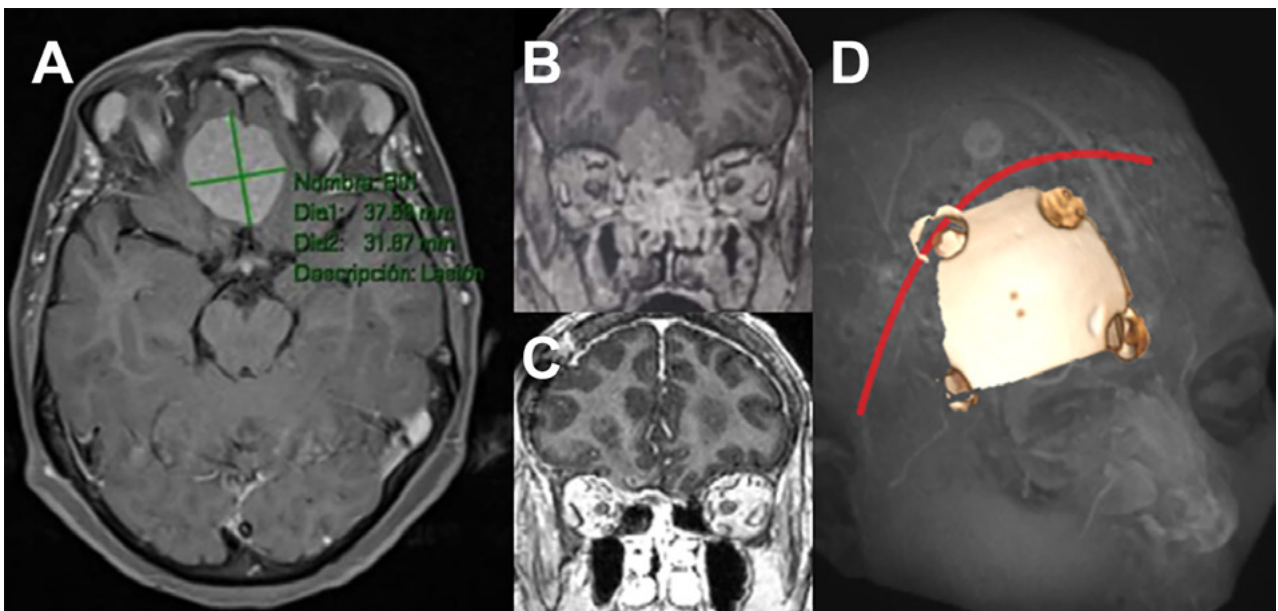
Imágenes representativas de paciente operado de meningioma de base de cráneo anterior de surco olfatorio. A: secuencia T1 con contraste de resonancia magnética, corte axial. B: Misma lesión corte coronal C: corte coronal de imagen posoperatoria. D: abordaje y craneotomía realizada.
